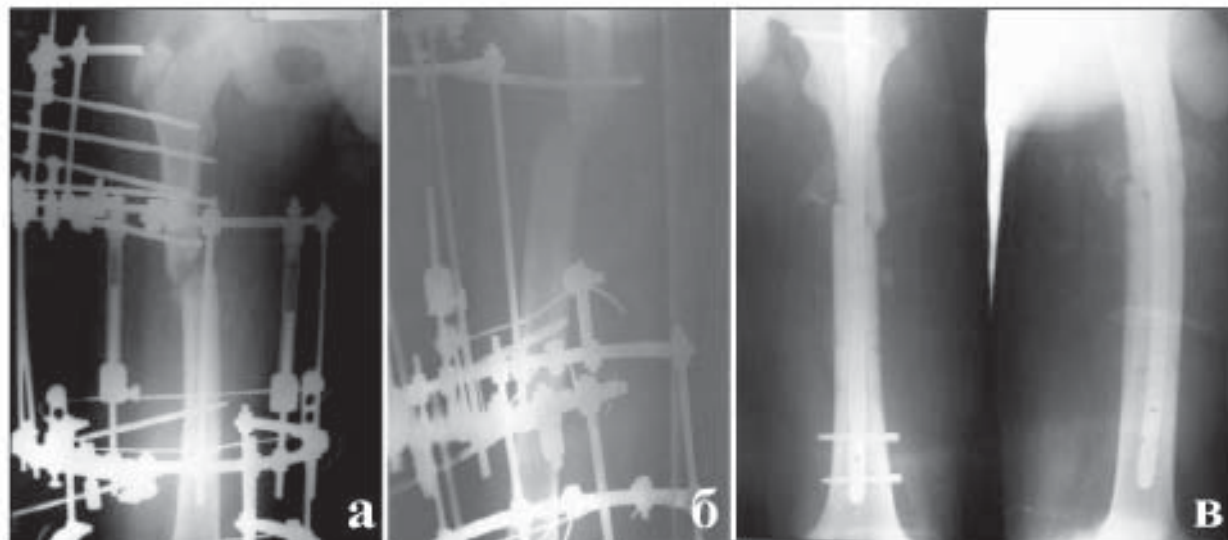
Рентгенограми перелому правої стегнової кістки хворого С.: а, б – до операції; в – після операції.
